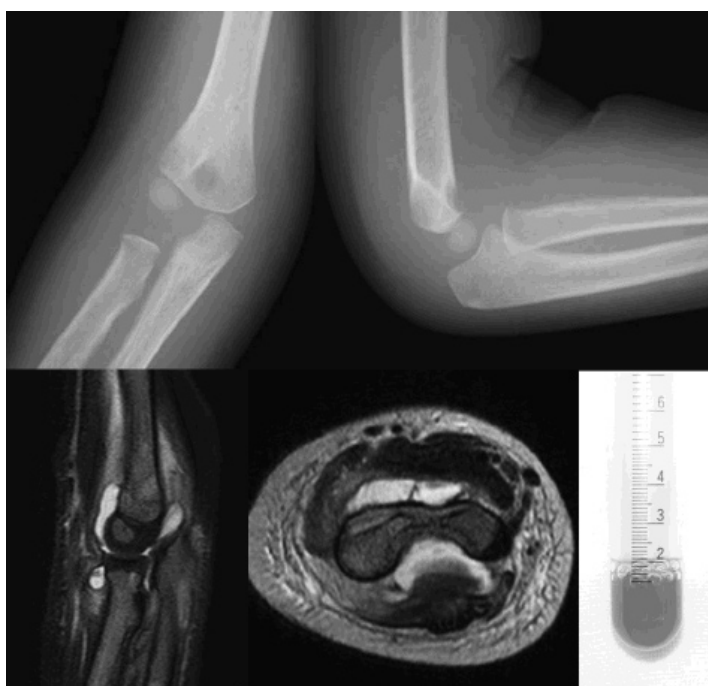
初診時単純X線画像 (a: 正面, b: 側面) とMRI T2強調画像 (c: 矢状断, d: 水平断) e: 切開排膿手術時に採取した関節液
